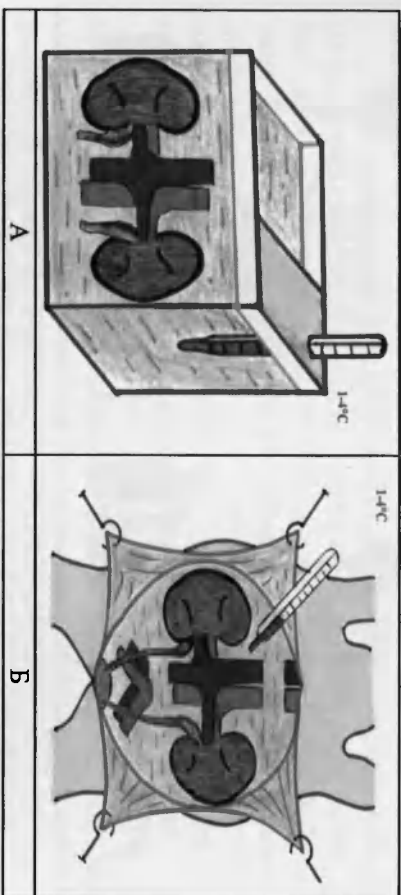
Консервация изолированного почечного комплекса методом гиперфузионной гипотермии по Г. Князеву (А) и *in situ* — модификация (Б)
